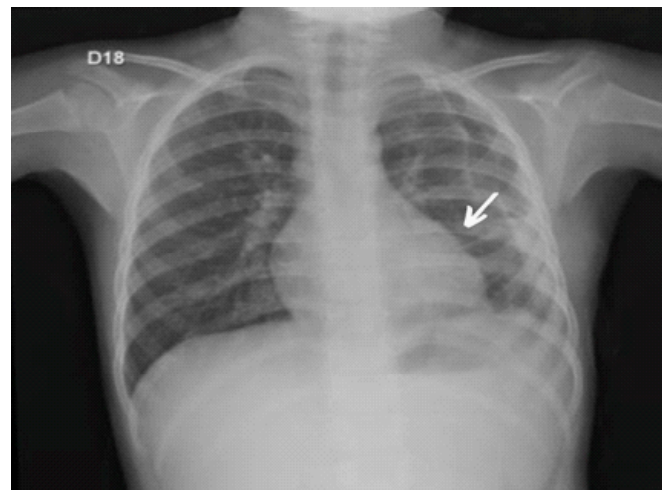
Radiografia de tórax, evidenciando melhora clínica, um dia antes da alta hospitalar.
